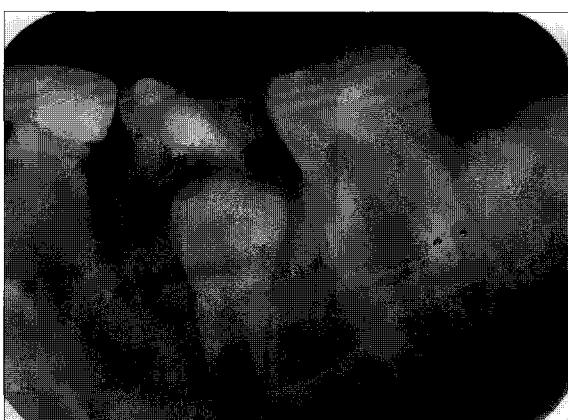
Periapical radiographic view before treatment.
